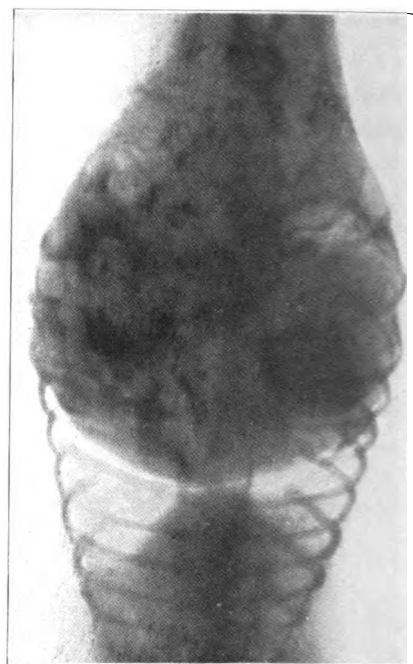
Umgekehrte Stellung 15 Minuten lang, nach Aufnahme des Röntgenbildes Fig. 2. Jetzt 15 Minuten lang in Kopf Lage. Uebertritt des Collargols aus der untern in die obere Hälfte des Abdomens und vollständiger, fast augenblicklicher Verlagerung der Pleuraflüssigkeit. Wirkung auf die Gestalt von Thorax und Abdomen.
